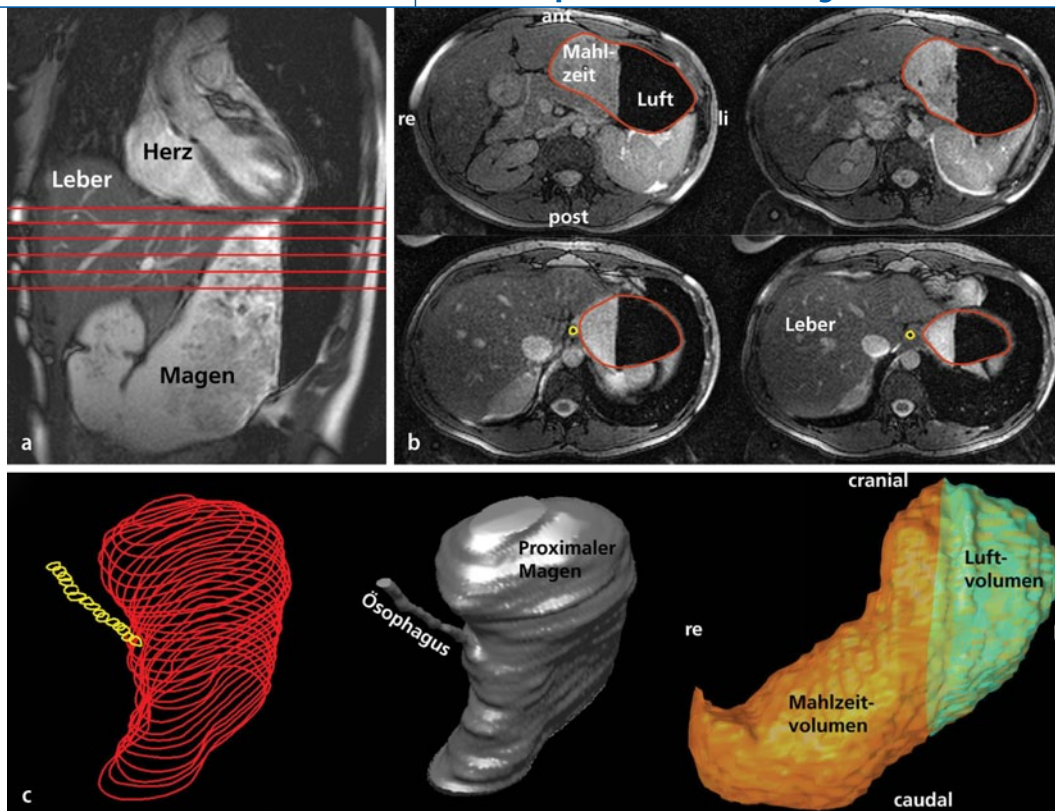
◀ Magenmotilitätsuntersuchung mittels MRT; Patient in rechter Seitenlage. a Koronare Übersichtsaufnahme zur Festlegung der Höhe der transversalen Aufnahmen. b Transversale Aufnahmen mit Konturen von Magen (rot) und Ösophagus (gelb). c Dreidimensionale Rekonstruktion von Magen, Ösophagus und gastroösophagealem Übergang (links, Mitte) sowie Magenvolumen mit Differenzierung zwischen Mahlzeit und Luft (rechts)
